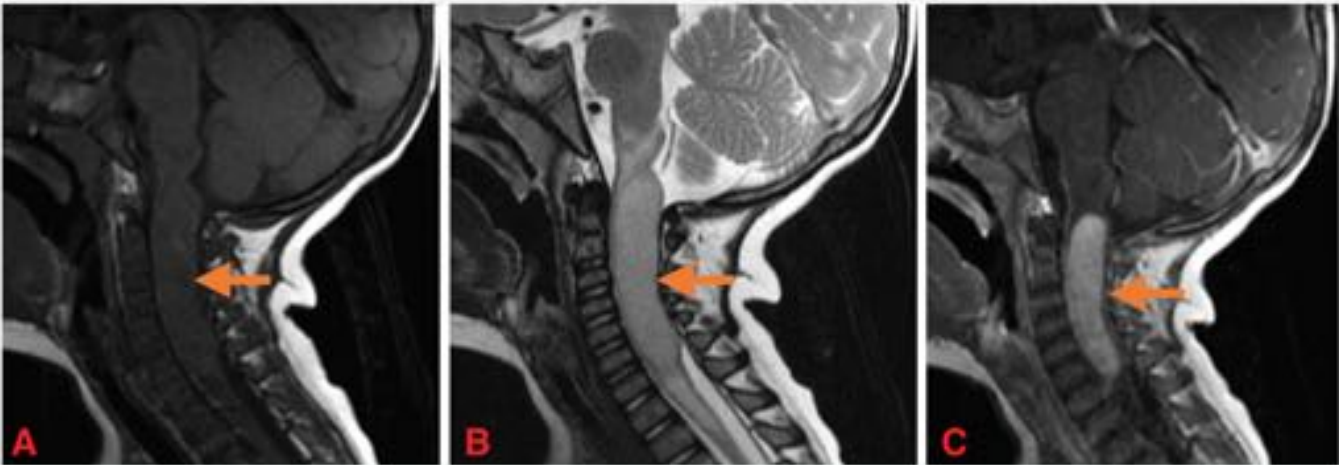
(A) RM sagital T1: gran masa intramedular ligeramente hiperintensa respecto a la médula espinal, desde C1 a T1 (flecha). (B) RM sagital T2 sagital revela una gran masa ovalada intramedular levemente hiperintensa (flecha) y edema inferior. (C) RM sagital T1 con supresión grasa después de la administración de contraste paramagnético muestra moderado realce heterogéneo (flecha).
